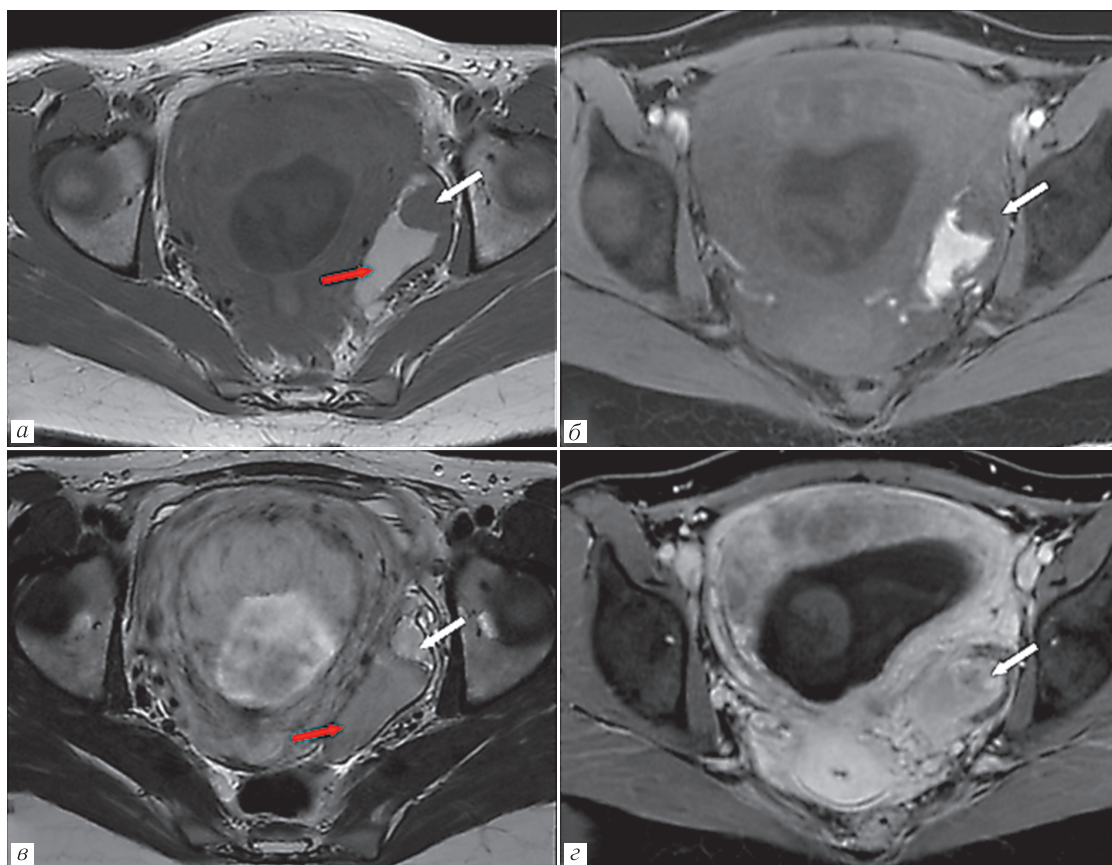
МРТ малого таза (аксиальные срезы), красной стрелкой указана геморрагическая киста, белой стрелкой указан участок гипоинтенсивного сигнала на всех T1-ВИ и гиперинтенсивного на T2-ВИ в структуре геморрагической кисты: *а* — T1-ВИ без жироподавления; *б* — T1-ВИ с жироподавлением; *в* — T2-ВИ; *г* — постконтрастные T1-ВИ с жироподавлением: отмечается неоднородное накопление контрастного препарата узлом в структуре геморрагической кисты
